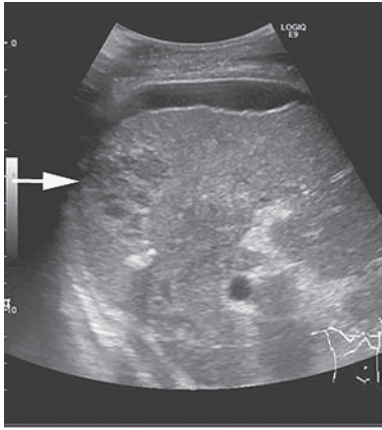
入院時腹部エコー 32mmの腫瘍性病変 (矢印)
